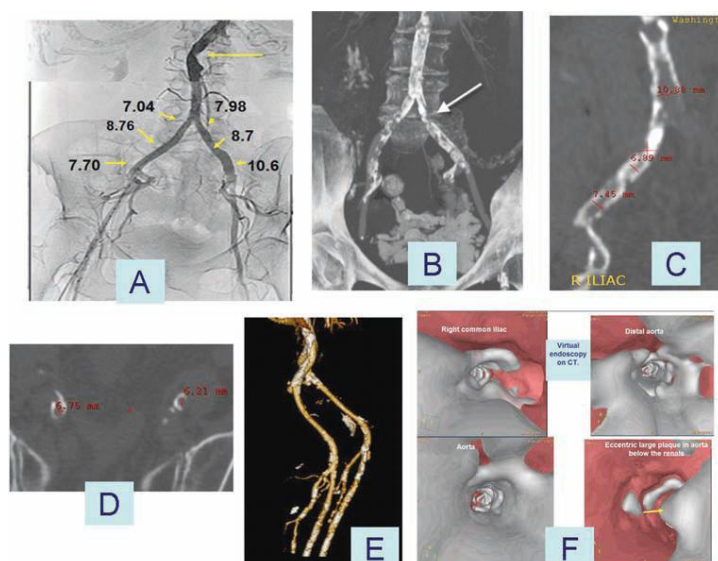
Análise das artérias ilíacas, verificando-se calcificação severa. Esta é visualizada na TC, mas não na angiografia. A – Angiografia com medição do tamanho do vaso. B e C- TC sem contraste demonstrando calcificação severa. D- Vista axial. E- Vista longitudinal 3D. F- endoscopia virtual. Imagens retiradas de Serruys 2010, página 69
